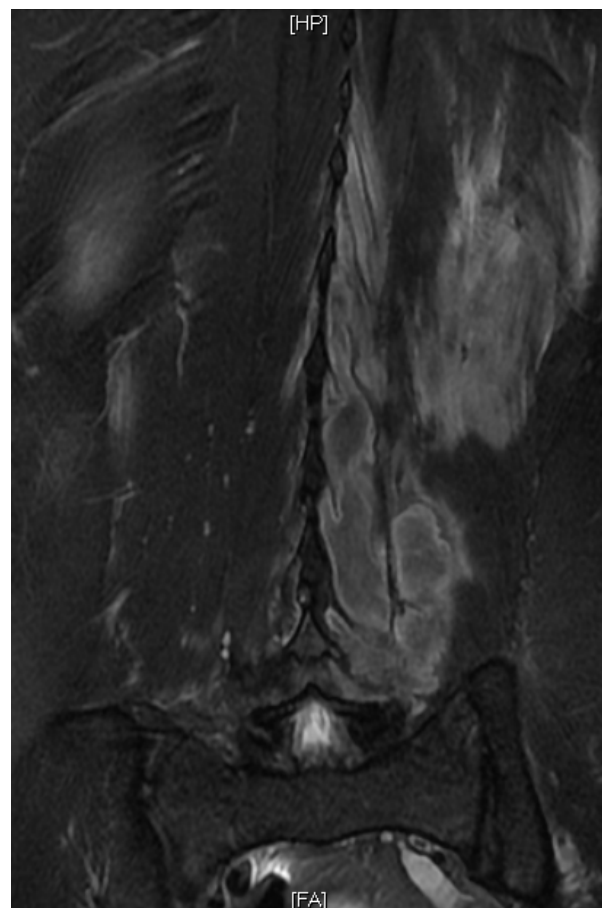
RM corte coronal em T2 evidenciando acometimento unilateral da musculatura com lojas de abscessos
